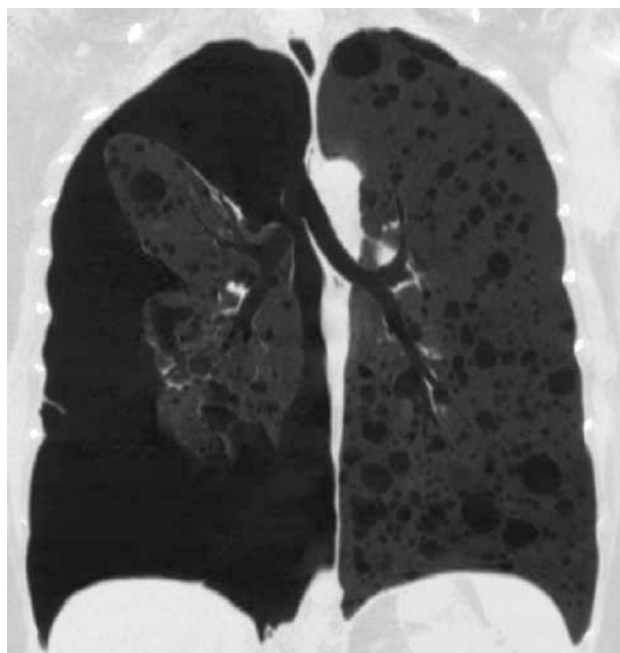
Tomografía axial computarizada torácica. Corte sagital.
